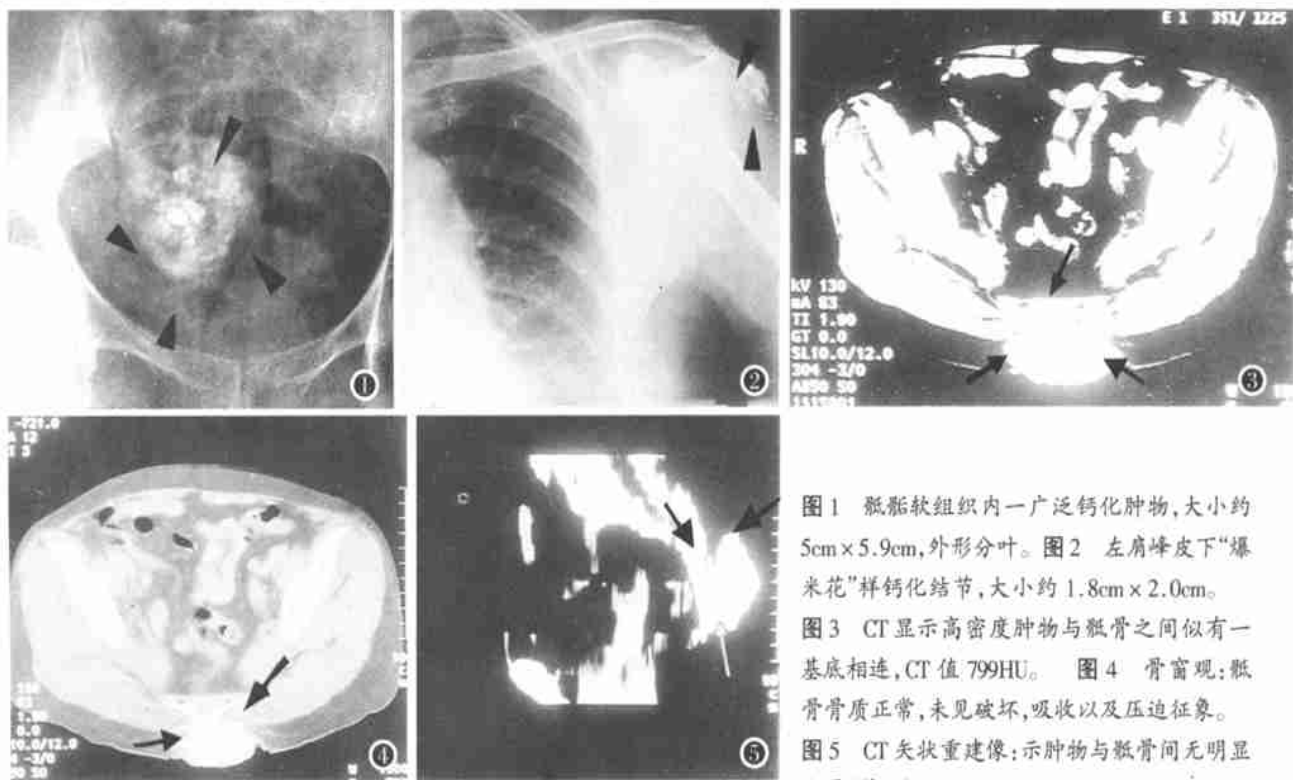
骶部软组织内一广泛钙化肿物,大小约5cm×5.9cm,外形分叶。图2 左肩峰皮下“爆米花”样钙化结节,大小约1.8cm×2.0cm。图3 CT显示高密度肿物与骶骨之间似有一基底相连,CT值799HU。图4 骨窗观:骶骨骨质正常,未见破坏,吸收以及压迫征象。图5 CT矢状重建像:示肿物与骶骨间无明显分界(箭示)。
